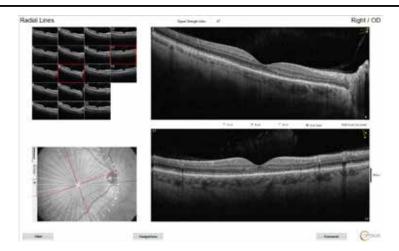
Пациент Х. Оптическая когерентная томография макулярной зоны через 12 месяцев. МКОЗ 0,8
